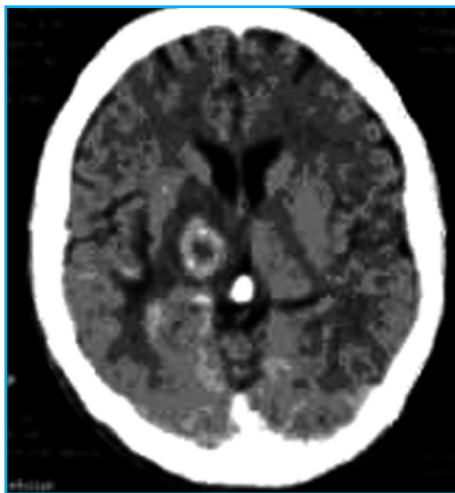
TC de encéfalo revelando lesão com captação anelar de contraste em topografia de núcleos da base à direita.
